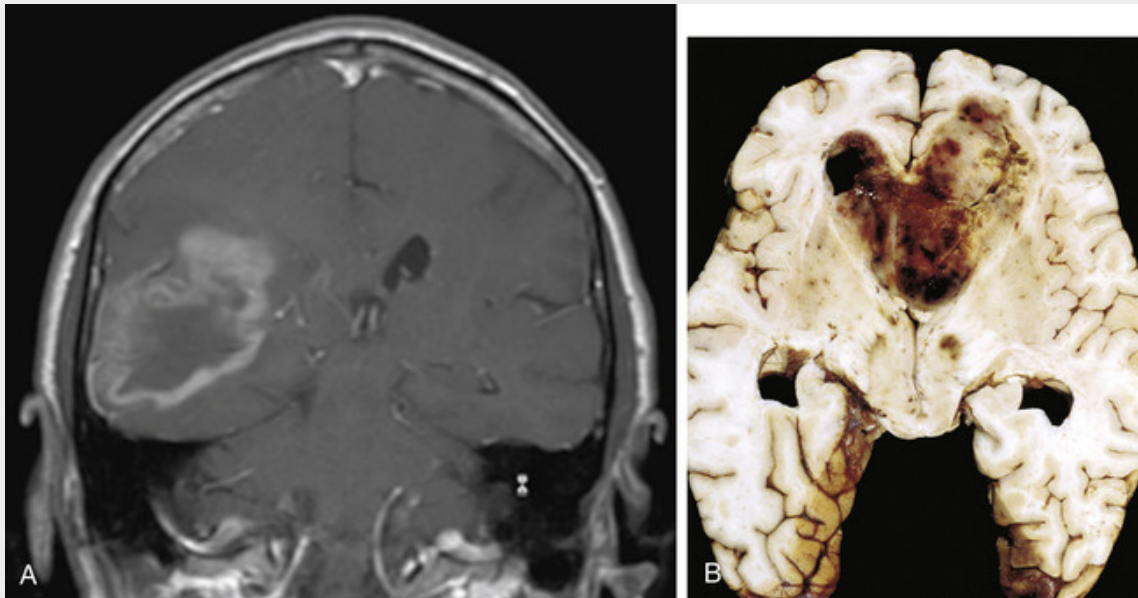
A, A imagem por ressonância magnética coronal ponderada em T1 pós-contraste mostra uma grande massa no lobo parietal direito com “anel” de realce. B, Glioblastoma aparecendo como uma massa infiltrativa necrótica e hemorrágica.
